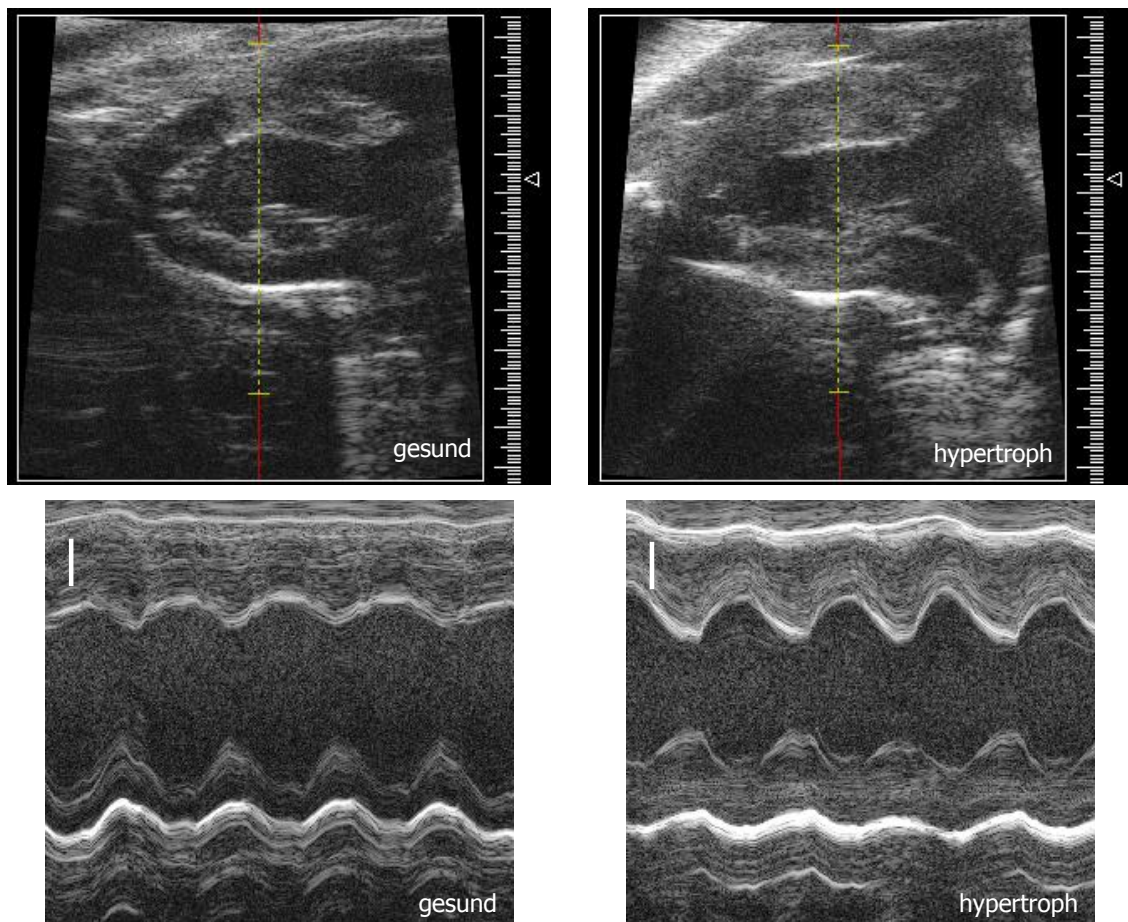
Beispielbilder für die M-Mode-Echokardiographie von Mäusen. In der kardialen Längsachse wird eine M-Mode-Echokardiographie senkrecht zum linken Ventrikel durchgeführt und die Herzfrequenz, die Dicke des Septums und der Hinterwand, sowie der LVEDD und LVESD vermessen. Die Bilder zeigen ein Beispiel für eine Wildtyp-Maus ohne messbare kardiale Hypertrophie (gesund) und ein Beispiel für eine Wildtyp-Maus mit messbarer Hypertrophie nach Dauerstimulation mit Angiotensin-II (hypertroph). Der Eichbalken entspricht 1 cm.
